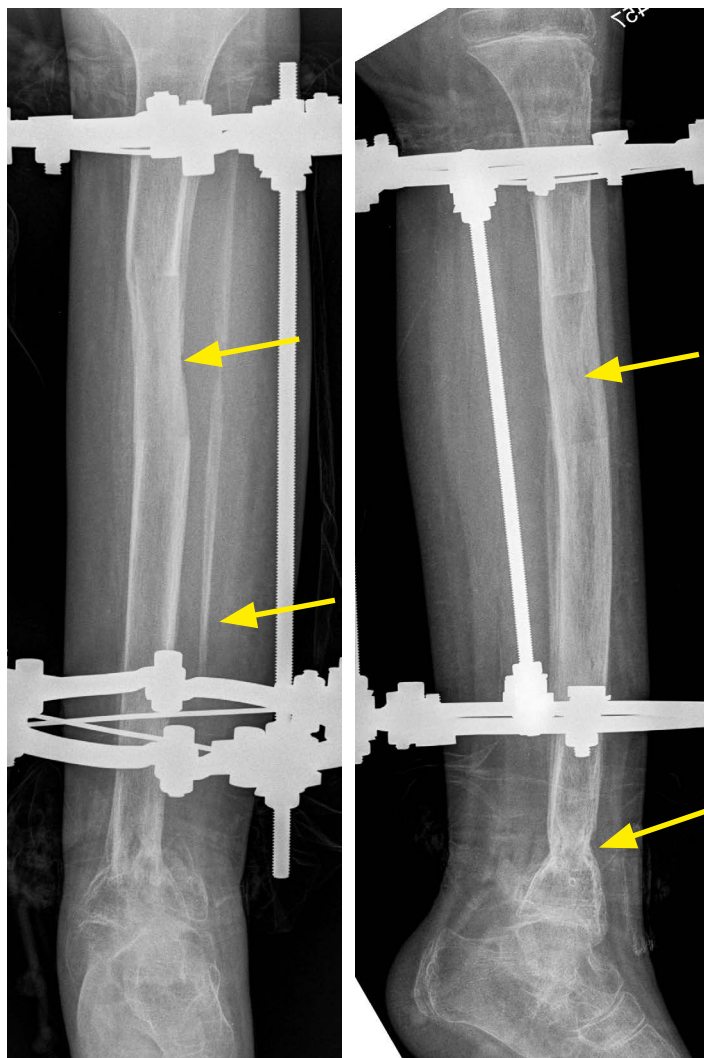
11 years 10 months: X-ray of the left tibia: in two projections cylindrical bone regenerate of 57 mm length is recanalized, four corticis are visible, very thin fibula, well remodelling of distal tibial osteotomy 12 month after surgery – arrows.
